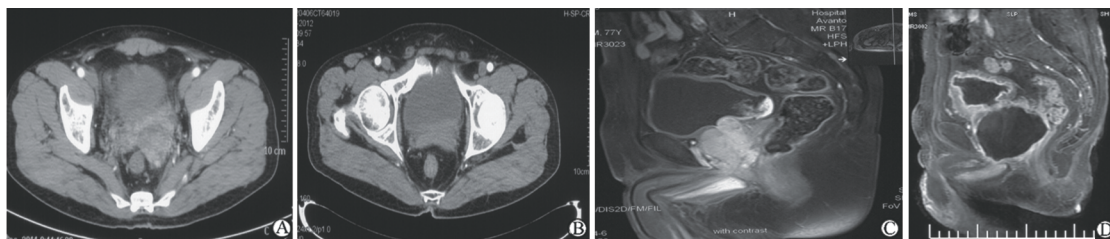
术前、术后 2 个月盆腔 CT(MRI)对比
